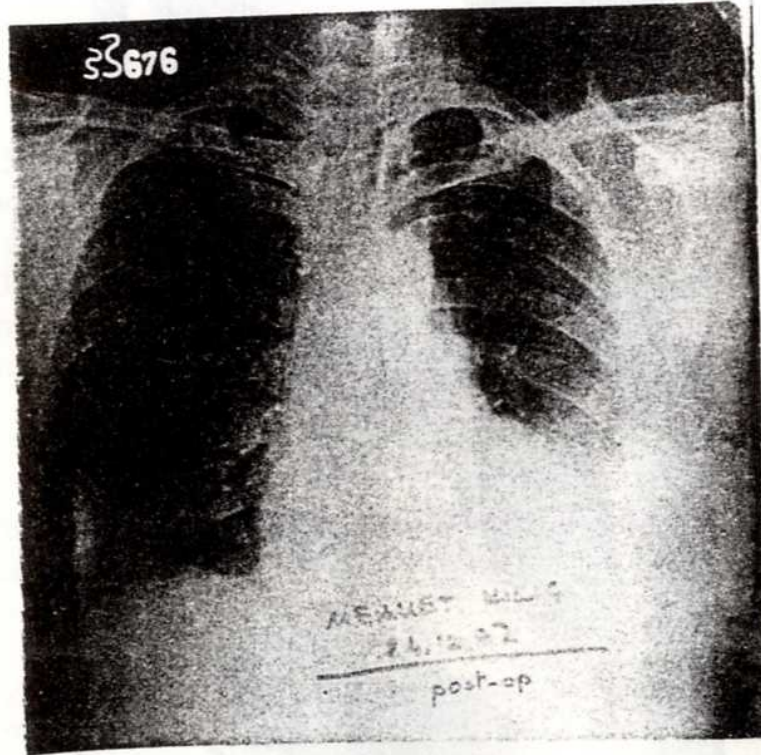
a; Erkek hastamızın PA akciğer grafisi
